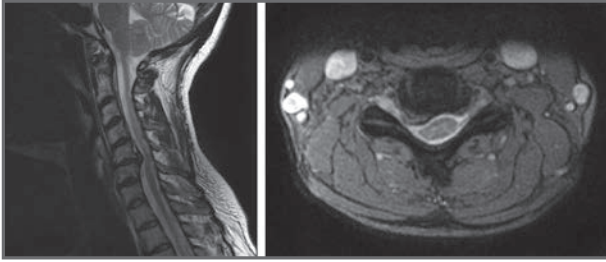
RM en la que se aprecia la hernia compresiva posterolateral derecha a la altura de C5-C6.
